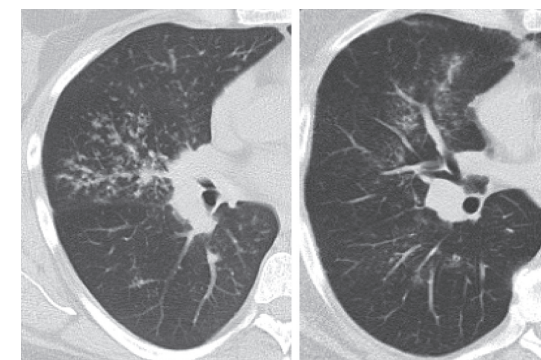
МСКТ больной Ю., 38 лет: саркоидоз II стадии (слева) и больного Ч., 41 года, саркоидоз II стадии (справа) — симптом «cluster».
